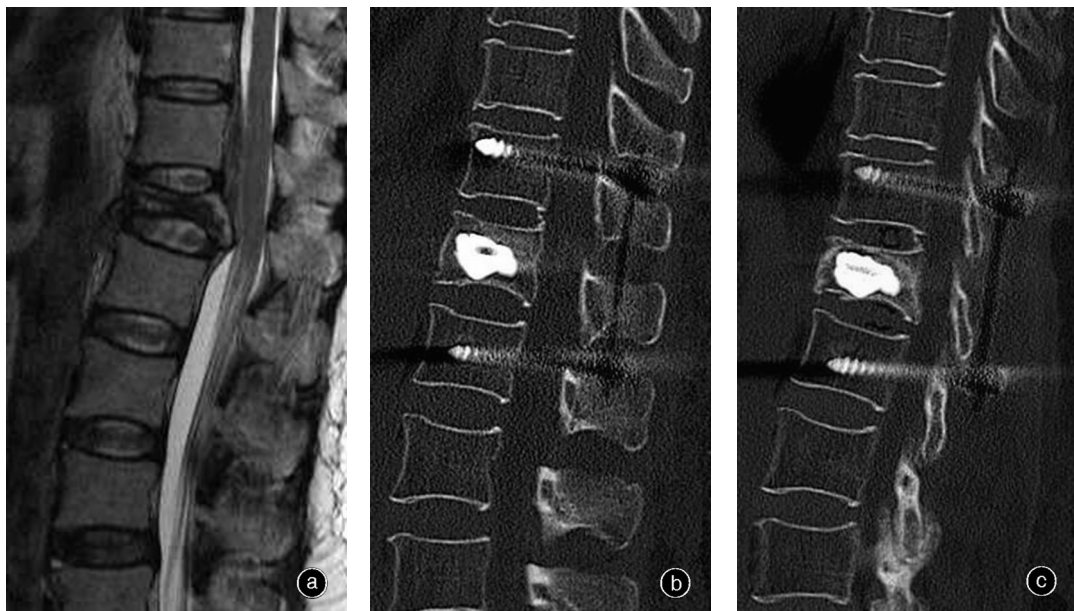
女,68岁,骑电动自行车摔伤后T₁₂椎体A3型骨折 a 术前矢状面T₁WI示T₁₂椎体前、中柱高低信号混杂,椎体后缘骨折块轻度突入椎管 b 经皮内固定复位联合椎体后凸成形术后1周矢状面CT片示骨折复位满意,内固定位置良好,骨水泥充填好 c 术后31个月矢状面CT片示伤椎高度轻微丢失,但无明显矫正丢失及内固定松动
